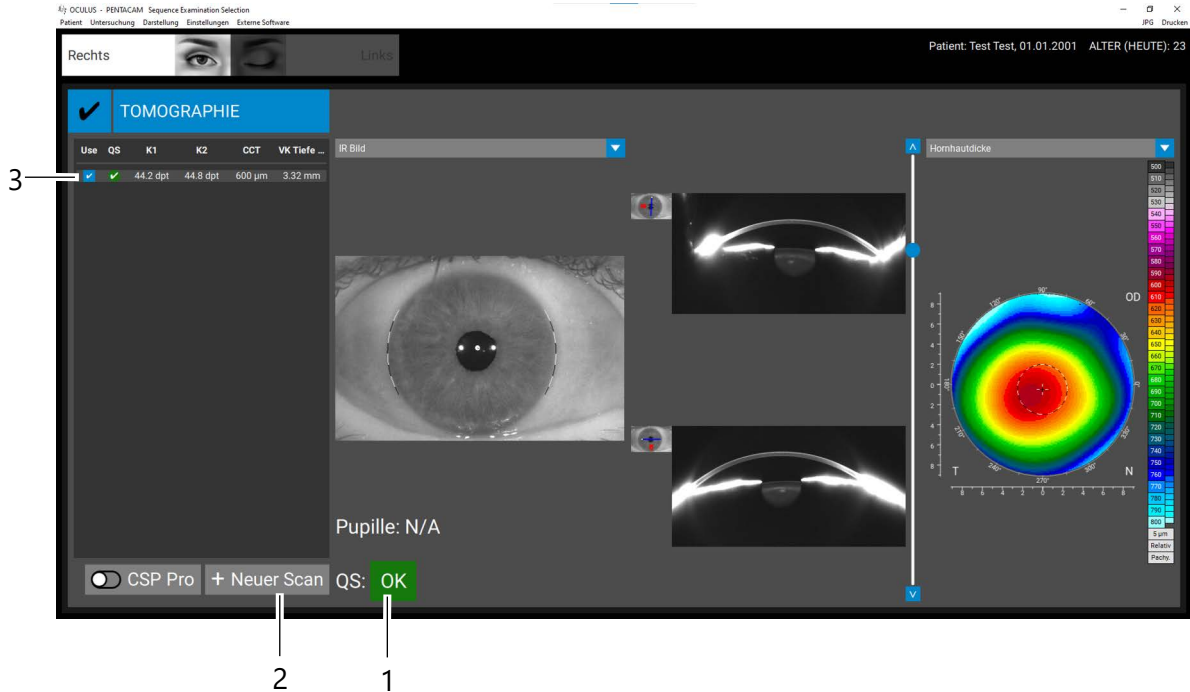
Ergebnisdisplay für die Tomographie
